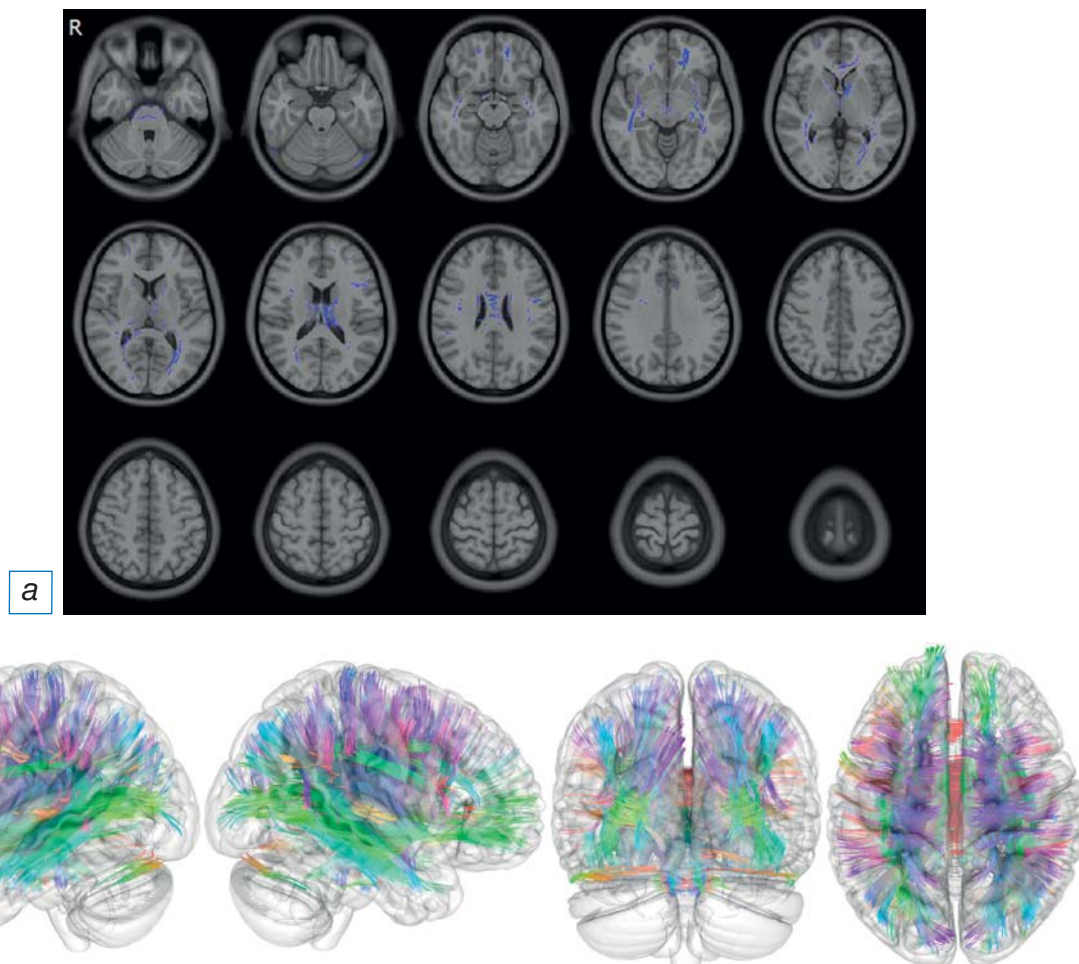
МР-томограммы (а) и трехмерные реконструкции (б) головного мозга мужчин в различных проекциях с отмеченными проводящими путями, обладающими наибольшим показателем количественной анизотропии (QA). Цветом на панели (б) представлено пространственное направление выявленных трактов.
